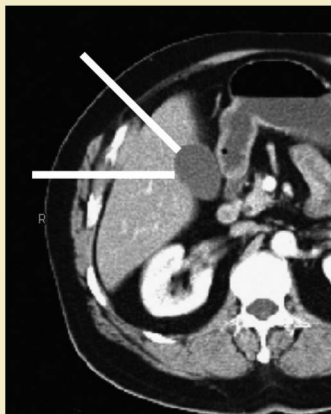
TC axial con contraste que muestra las potenciales vías de acceso intercostales (líneas blancas) para una colecistotomía transhepática.
